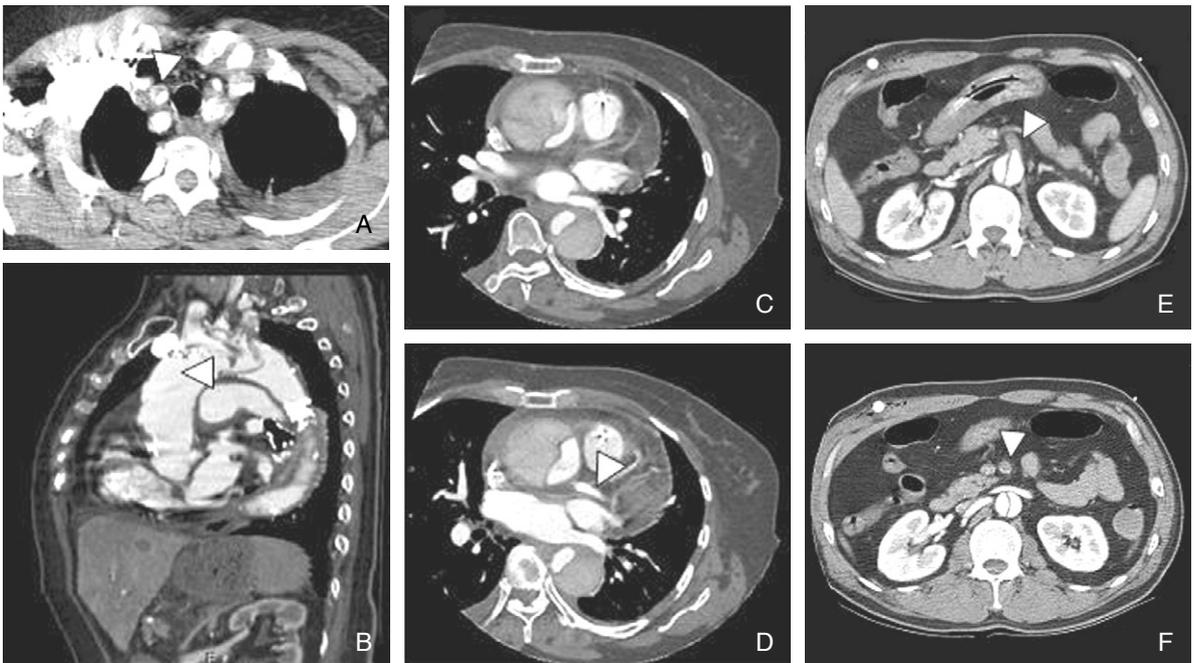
Computed tomographic scan images of various malperfusion syndrome caused by aortic dissection.
